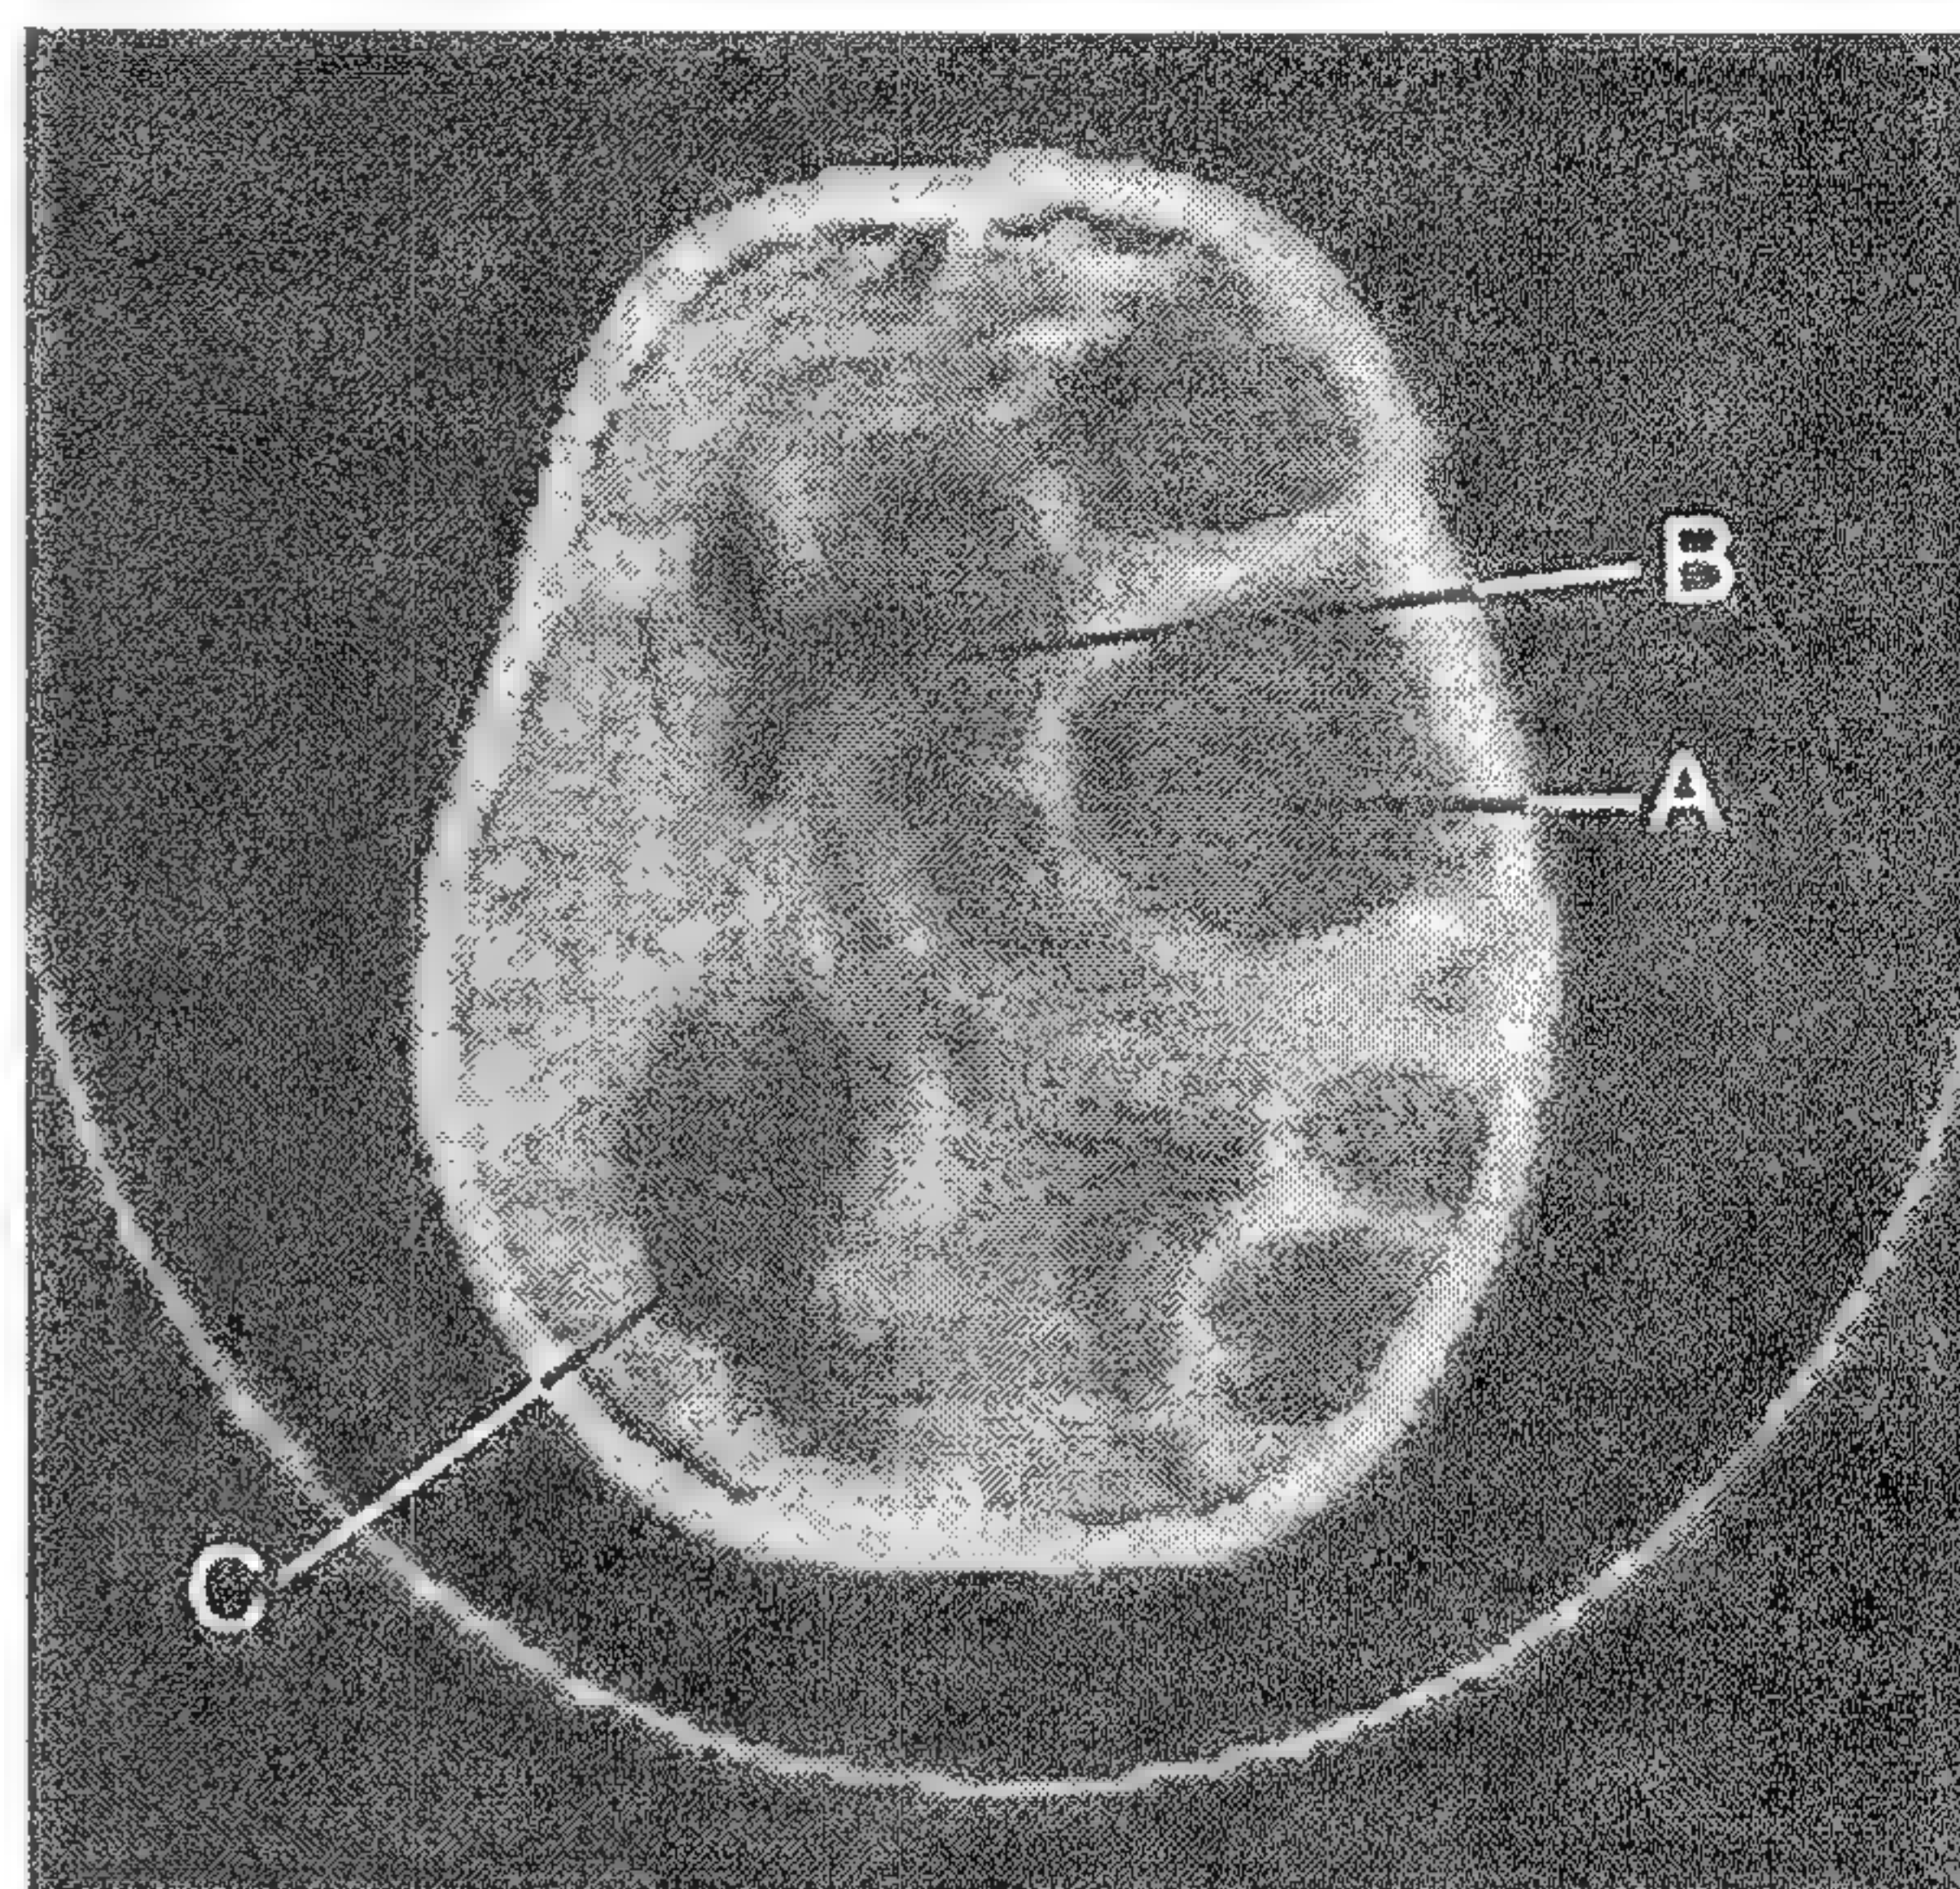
CT cu contrast arătând un empiem subdural drept multilocular, masiv, secundar unei pansinuzite (săgeata A). Observați edemul cerebral (B) și asimetria sistemului ventricular (C). Copilul a fost complet recuperat după evacuarea colecției și terapie antimicrobiană.
